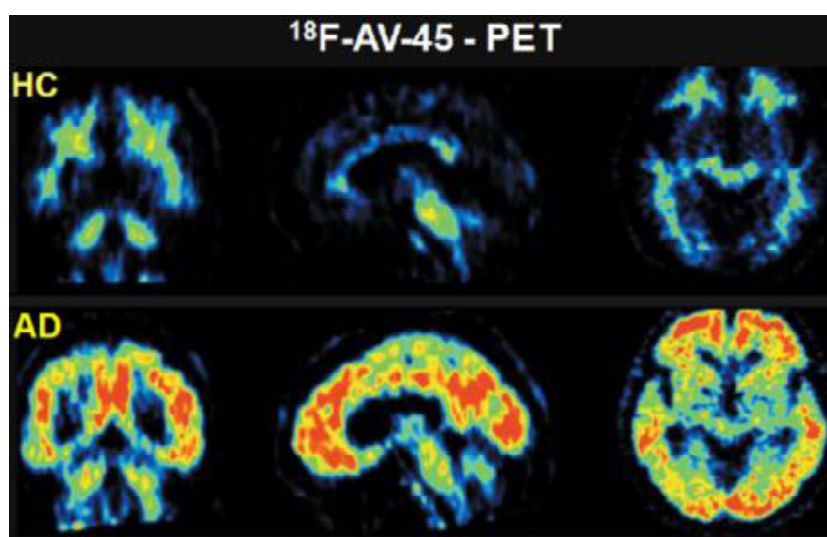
Imagem por PET através de ^{18}F -AV-45 em pacientes com doença de Alzheimer (AD) e em pacientes controlo (HC) (Vallabhajosula et al., 2011).
